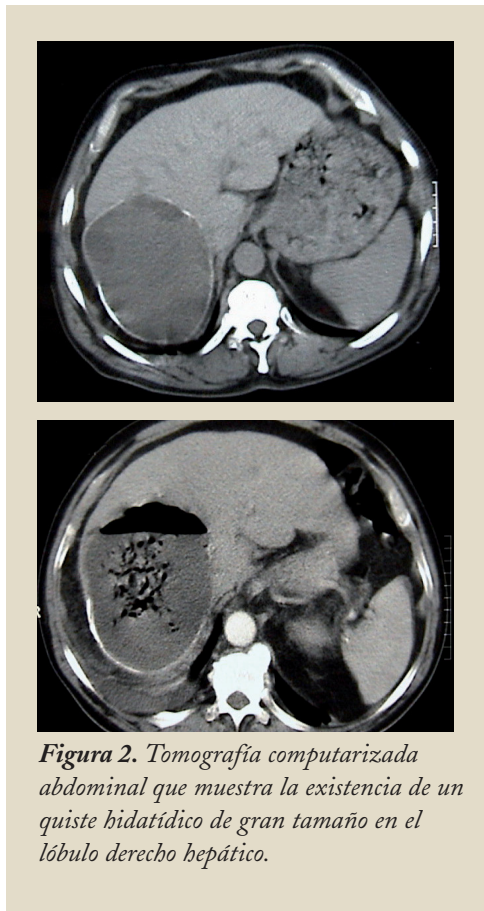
Tomografía computarizada abdominal que muestra la existencia de un quiste hidatídico de gran tamaño en el lóbulo derecho hepático.
